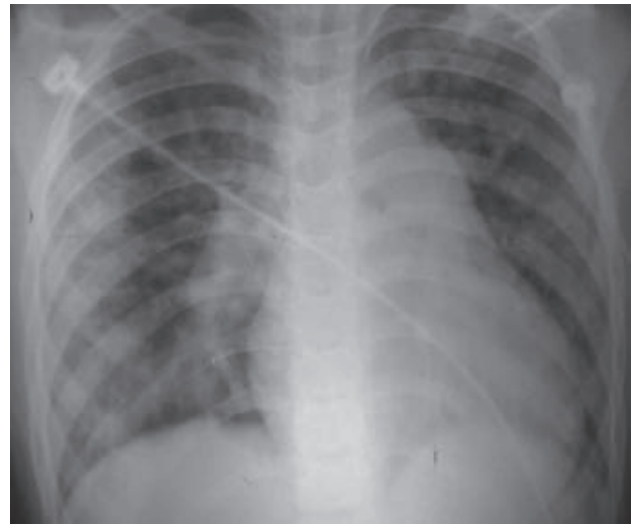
Radiografía de tórax que muestra infiltrados difusos bilaterales.
